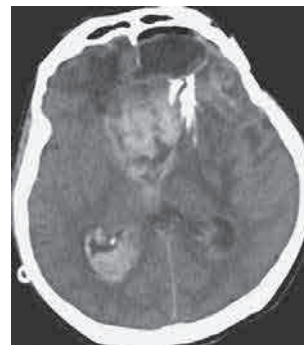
入院 6 ヶ月後の頭部造影 CT. 脳室内穿破を伴う腫瘍内出血がある.
